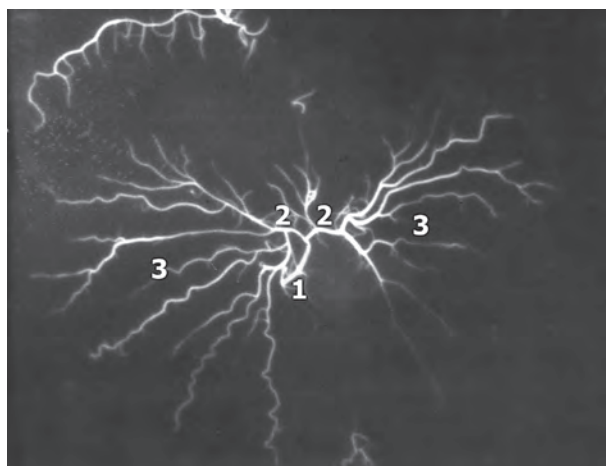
Рентгеноангіограма артерій шлунка щура через 28 дб після двобічного видалення привушних і нижньощелепних залоз.
